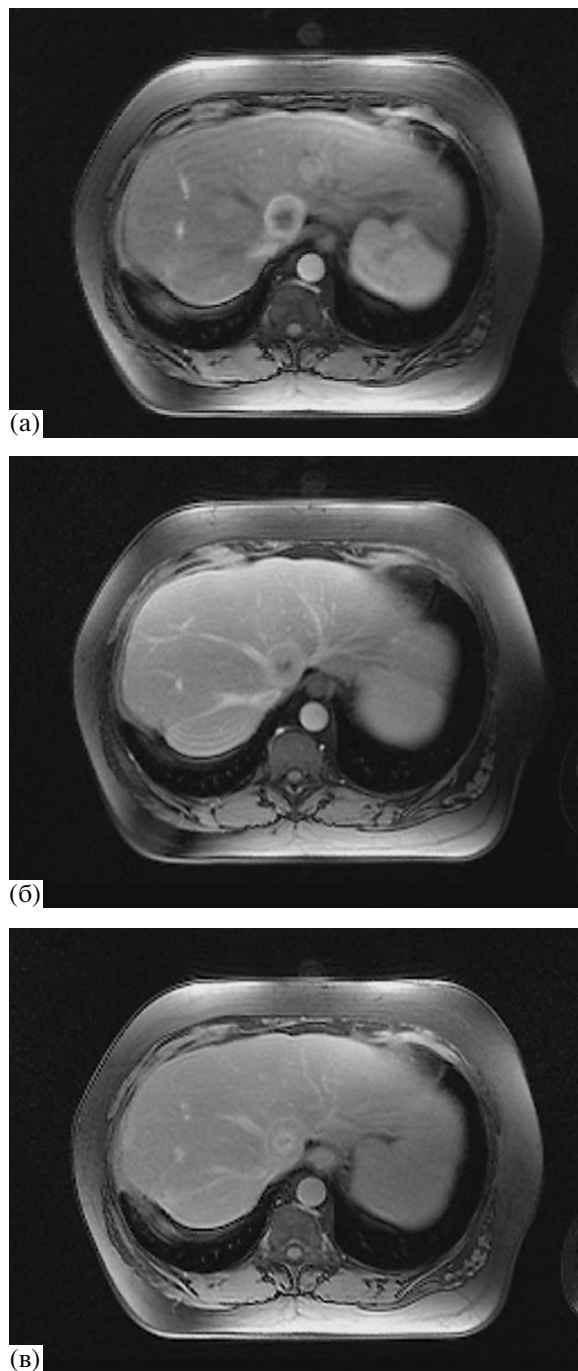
Магнитно-резонансные томограммы в аксиальной проекции больного Б. 52 лет. T1-взвешенное изображение. а – артериальная фаза контрастирования. Гиперинтенсивный ободок по периферии метастаза; б – венозная фаза контрастирования. Постепенное вымывание контрастного вещества из периферических отделов метастаза; в – отсроченная фаза. Контрастное вещество в периферических отделах метастаза уже не определяется, в то время как центральные отделы все еще остаются гиперинтенсивными.
